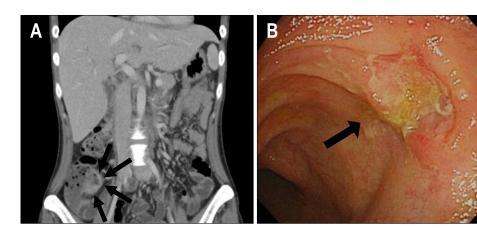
Abdominal CT and colonoscopic findings. (A) Mildly enhanced and thickened wall involving terminal ileum suggests gastrointestinal involvement of Behçet's disease (arrows). (B) An excavating ulcer with discrete margin is noted in the terminal ileum (arrow).
